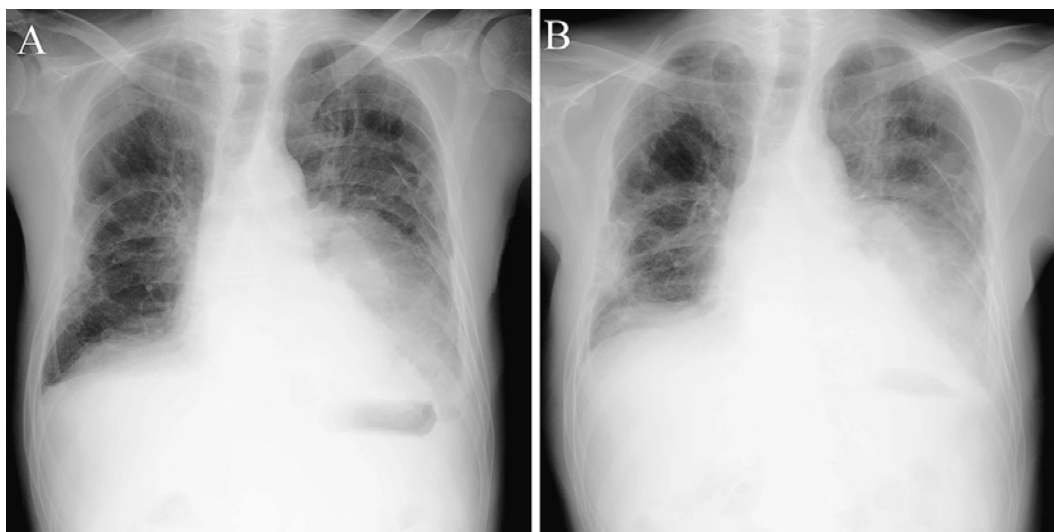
Chest X-ray obtained in July 200X+3 showing a mass shadow in the left lower lung field (A). Chest X-ray obtained in August 200X+3 showing a larger mass shadow in the lower left lung field (B).
